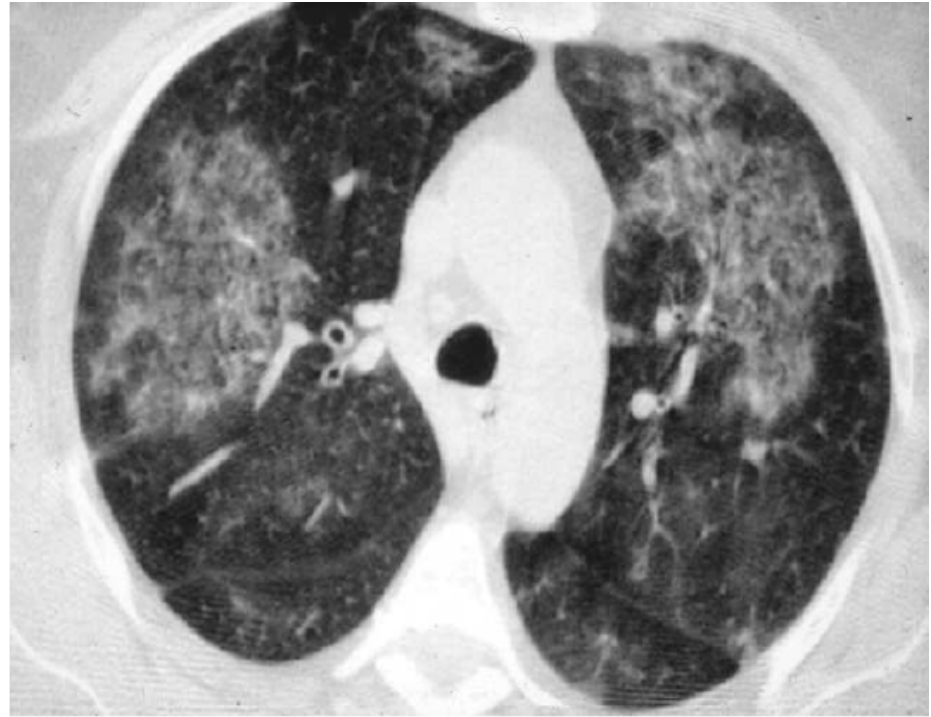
Hémorragie alvéolaire (TDM)
